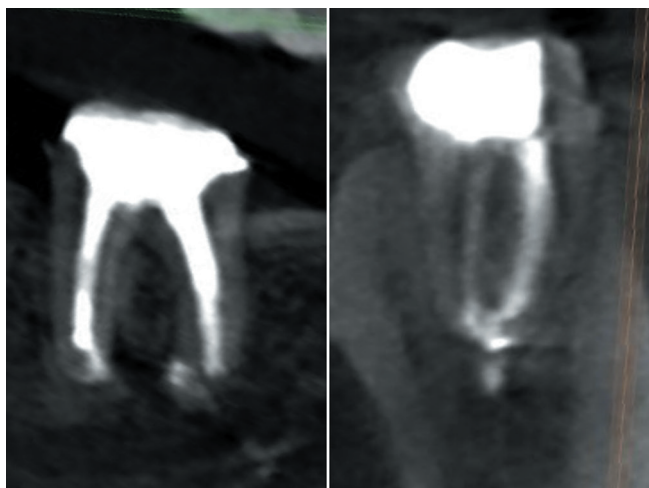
Компьютерная томография периапикальной области через 6 месяцев.
